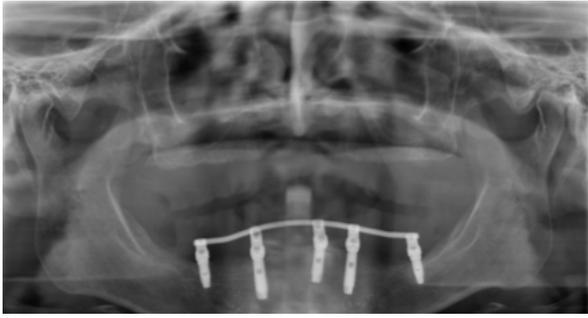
Ortopantomografia dopo un anno di follow-up
